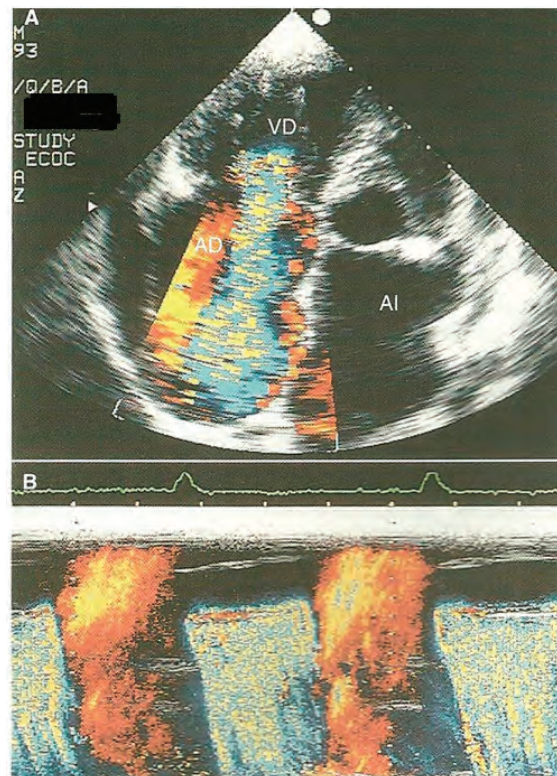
Vista apical de cuatro cámaras con Doppler codificado a color de un paciente con insuficiencia tricuspídea severa, se aprecia un mosaico multicolor que ocupa el techo de la aurícula derecha (A) En modo M (B) Se aprecia el mosaico holístico de gran magnitud. VD=ventrículo derecho AD=aurícula derecha. AI=aurícula izquierda.
